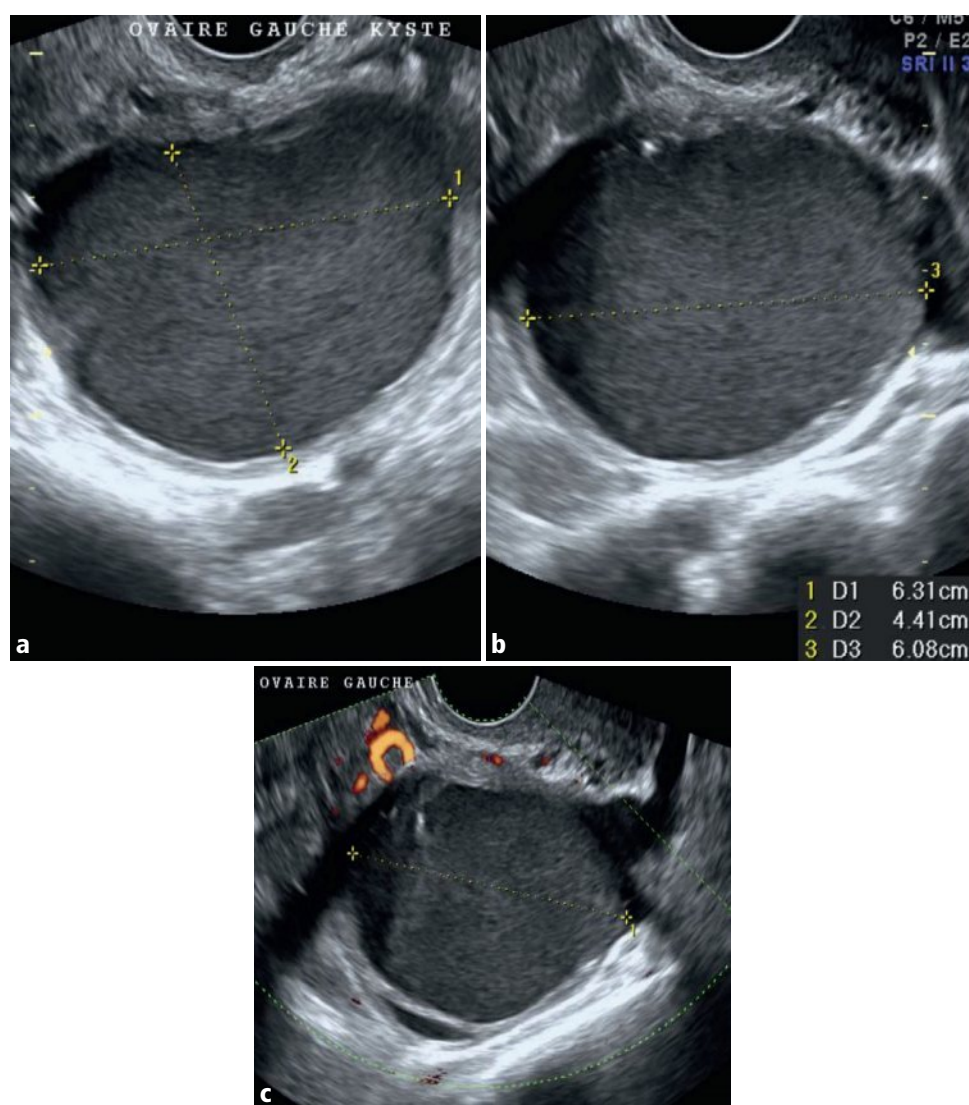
a–c Ovaire gauche en mode B, dans les plans sagittal (a), axial (b), et en Doppler couleur (c).
